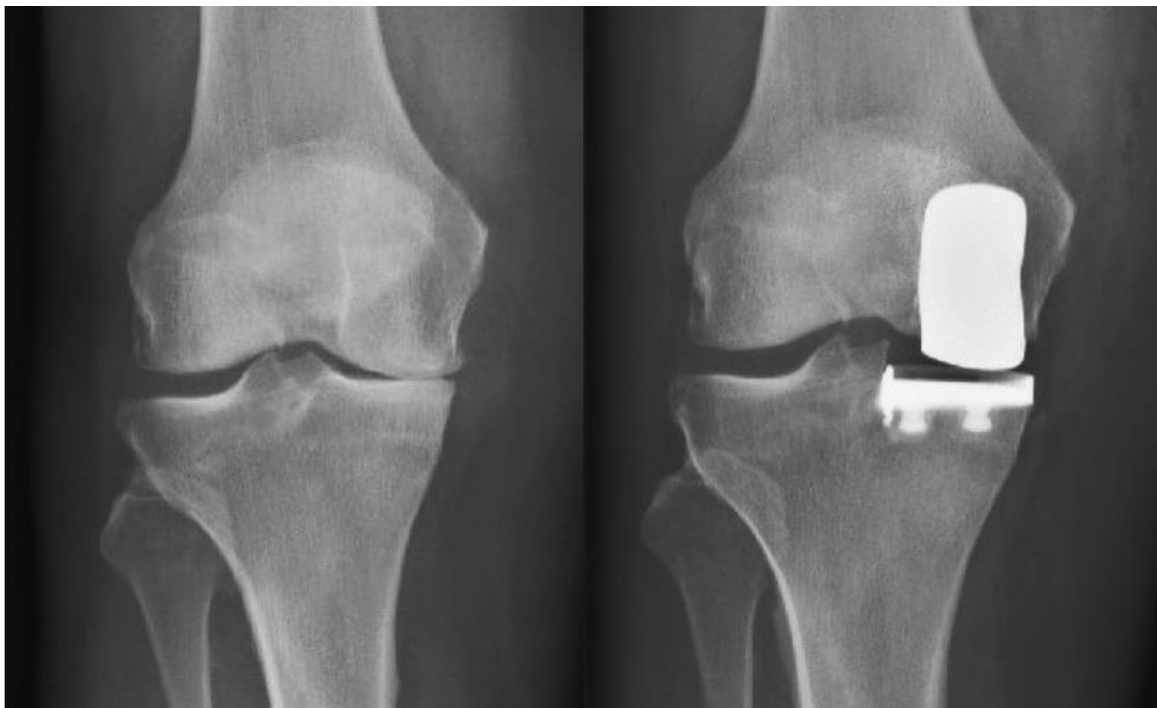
präoperative Röntgenaufnahme einer isolierten mediale Gonarthrose (l); postoperative Röntgenaufnahme nach Implantation eines medialen Hemischlittens (r) (44)
